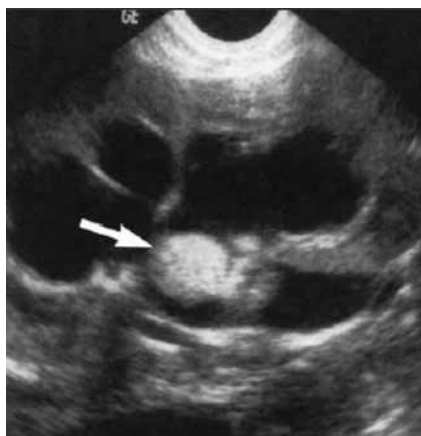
Ecografia renale: massa rotondeggiante iperecogena ('fungus ball') nella pelvi del rene di destra.
